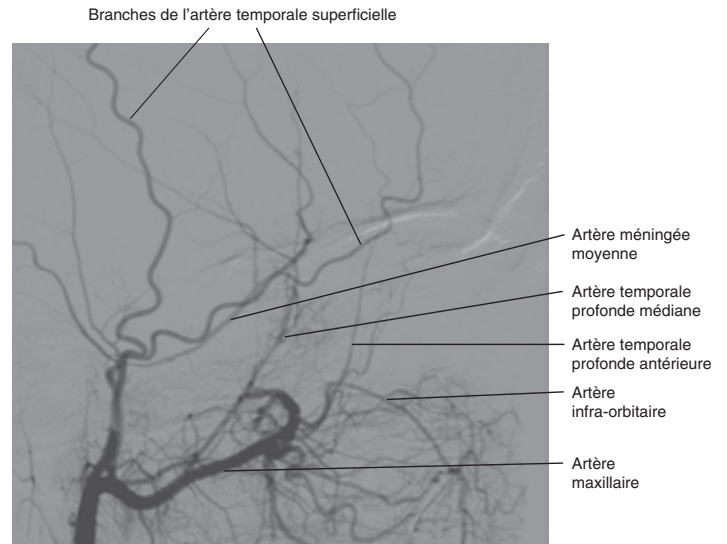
Angio-TDM de l'artère carotide externe, projection latérale.
